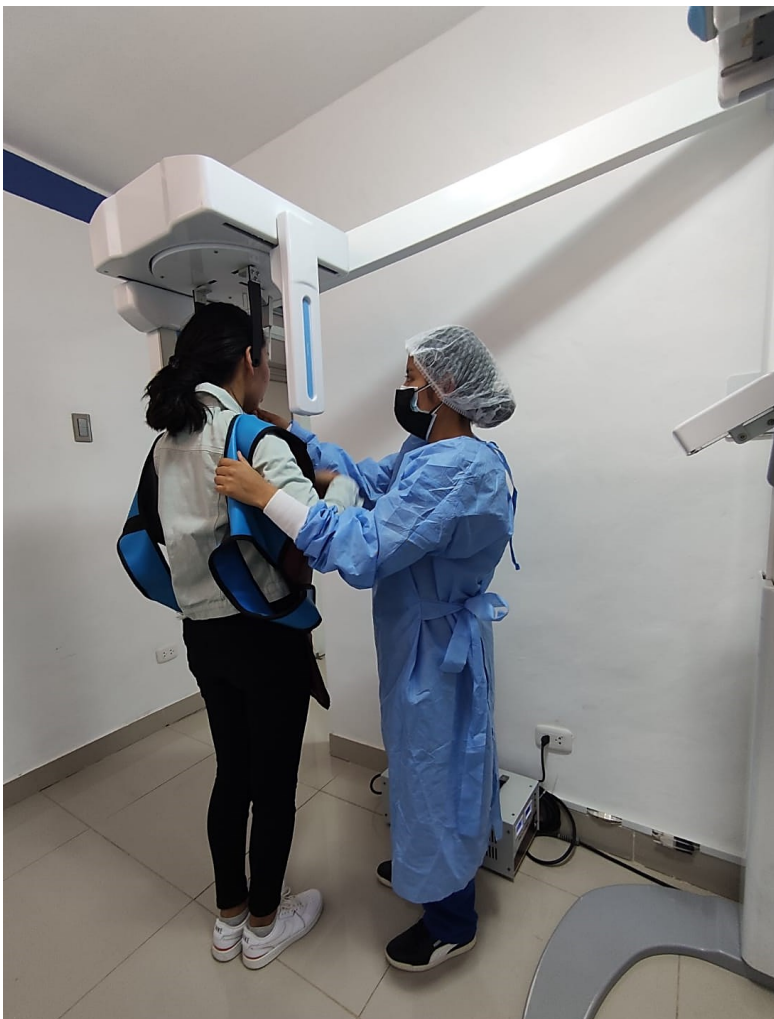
Evidencia de la toma de radiografías de los pacientes bajo la supervisión del personal del centro radiológico.
